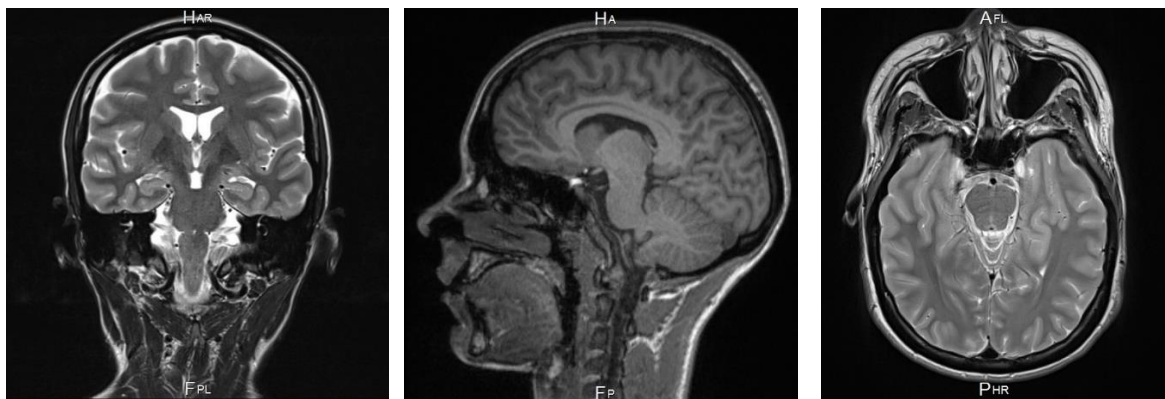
Rezultate RMN cerebrale ale pacientei cu CEH tip I.
